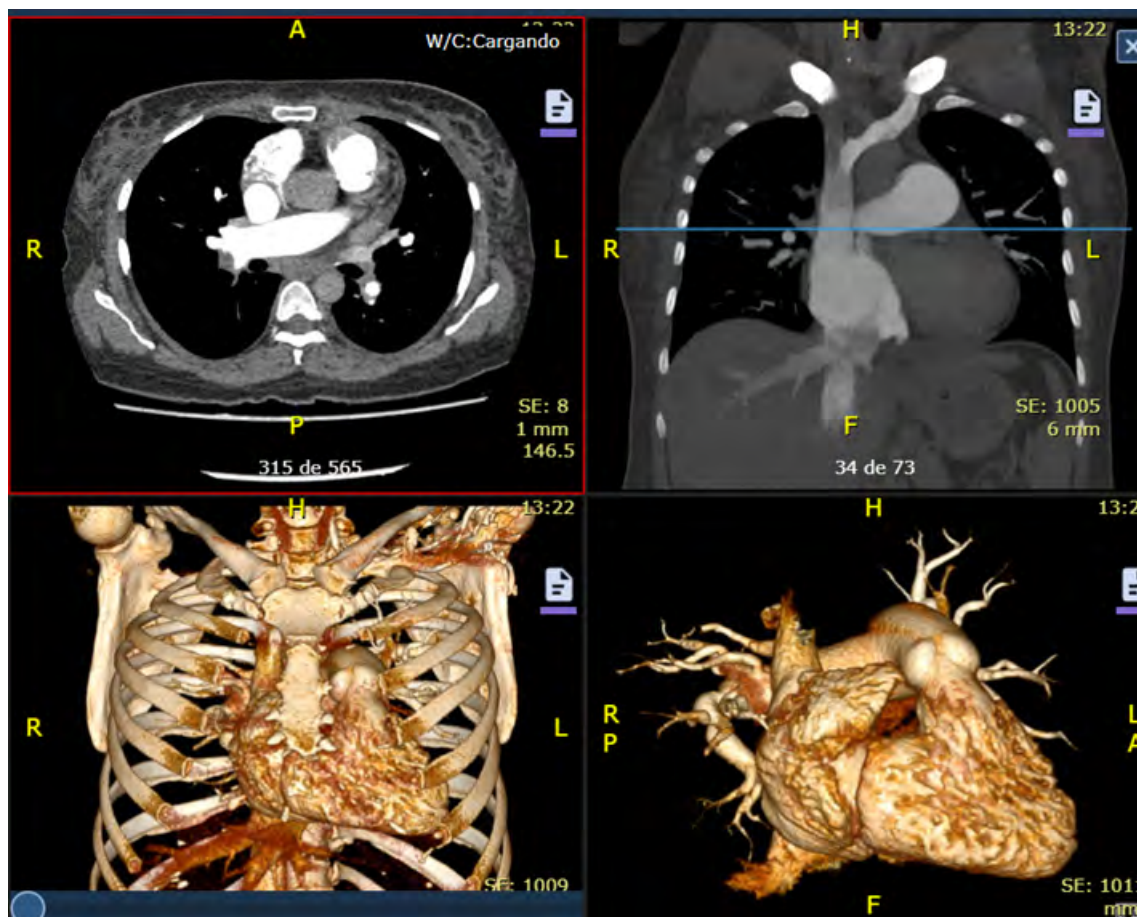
Angiotomografía computarizada (AngioTAC) preoperatoria de tórax.
